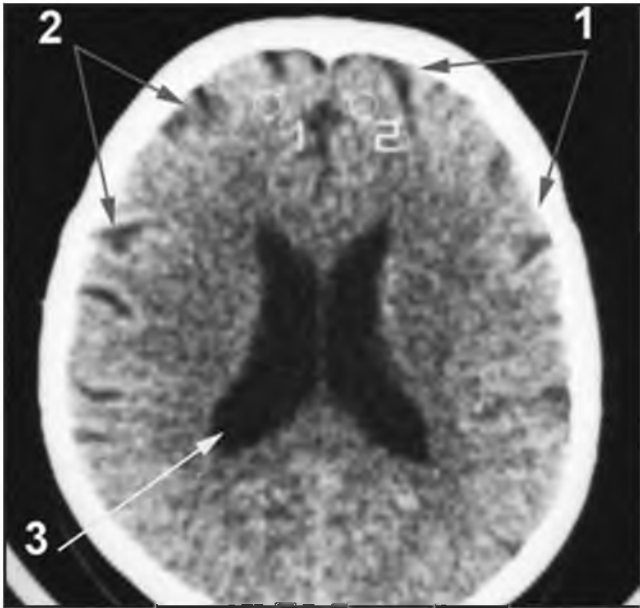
Пациент К., 61 год. КТ головного мозга до проведения консервативного лечения:
